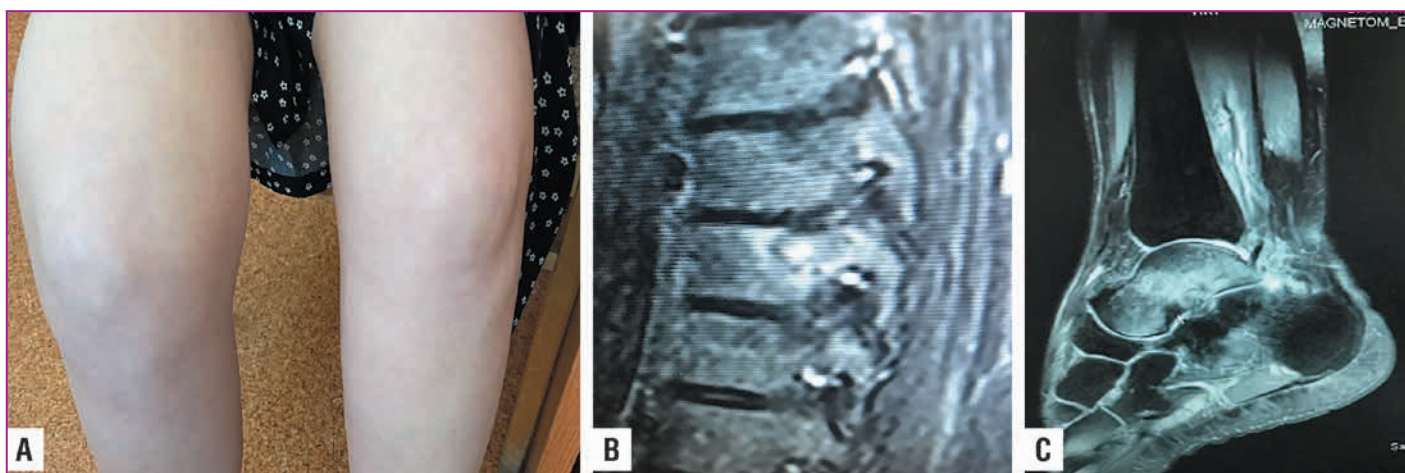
Утолщение дистального отдела бедра (А), остеолиз грудного позвонка (В) и отек таранной кости (С) на магнитно-резонансных томограммах как проявления обострения МНО у пациентки 26 лет. Дебют заболевания в возрасте 12 лет (собственное наблюдение авторов, публикуется с разрешения)
